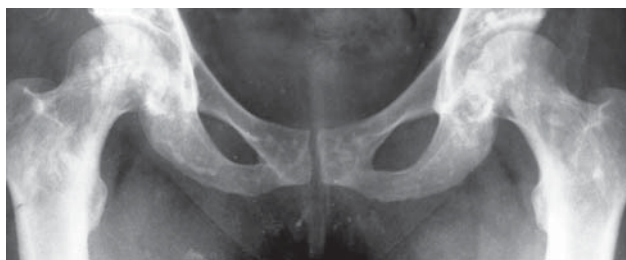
37. Osteopoichilie. Radiografie bazin, detaliu.
